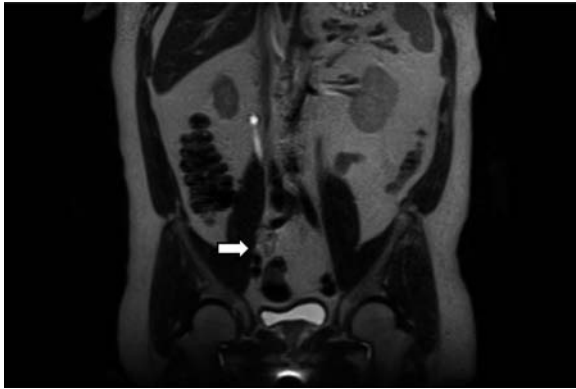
MRI finding (coronal T2-weighted image). Tumor is marked with arrow.
